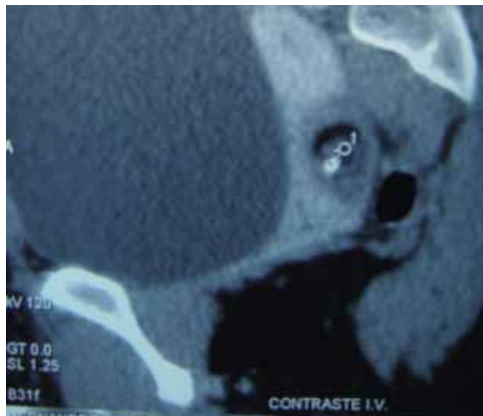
TAC lesión de ovario con calcificaciones.
